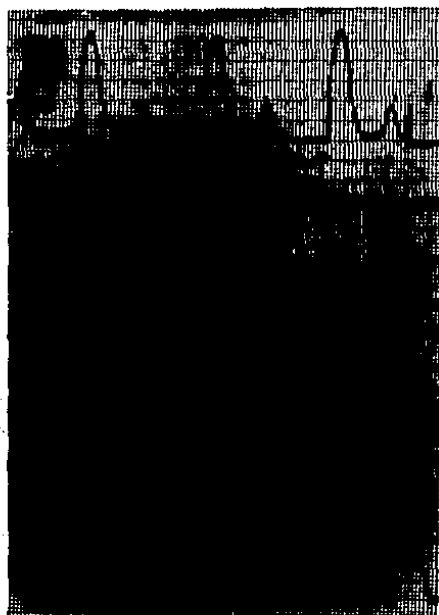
Gráfica del registro obtenido con el Doppler antes y después de la revascularización mesentérica.
